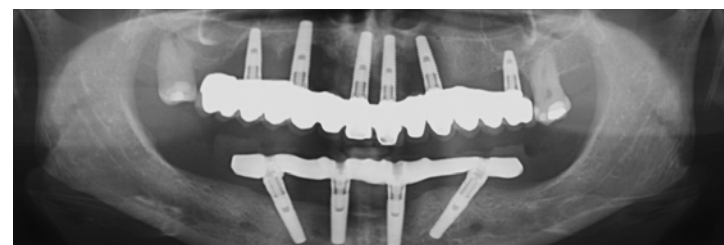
Ortopantomografia inicial, evidenciando a presença de peri-implantites em todos os implantes exceto o implante mais distal do 3.º quadrante.
